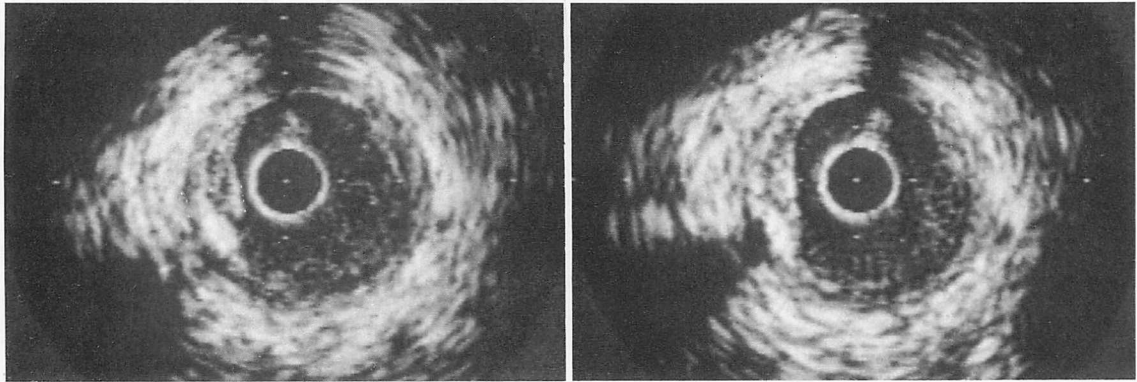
Cross-sectional images of the coronary artery observed by intracoronary ultrasound
